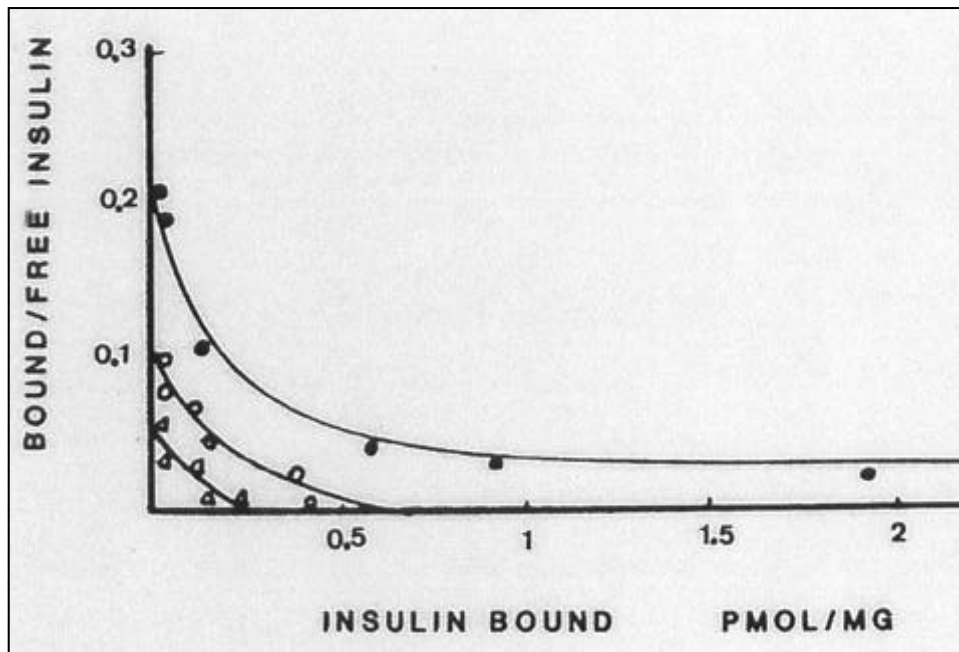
Corba d'scathard de la unió de la insulina en els receptors d'eritròcits en la família del pacient RM1. ●; pacient RM1, ○; pare del pacient RM1, ▲; mare del pacient RM1.
